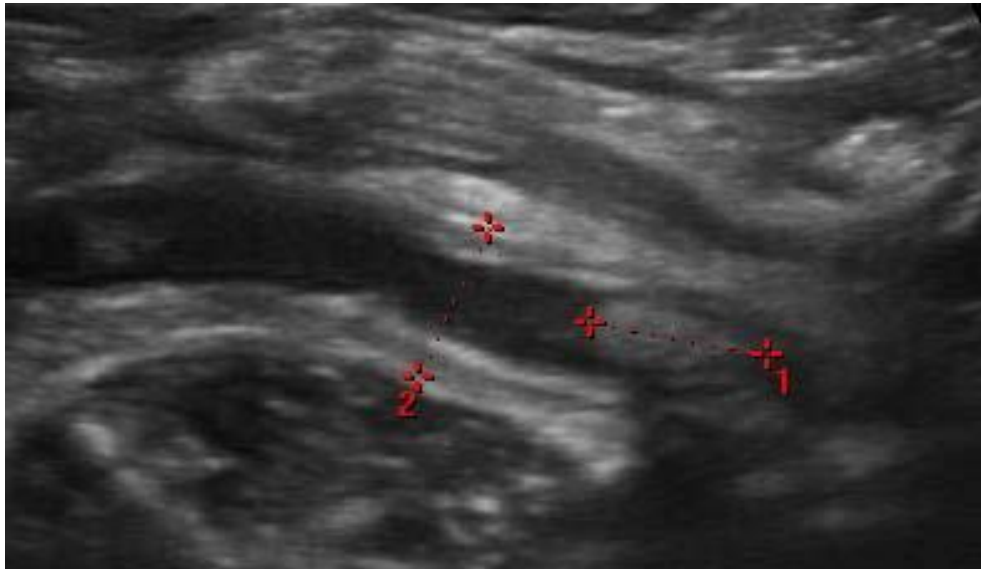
Une échographie montrant un stercolithe appendiculaire (11).
